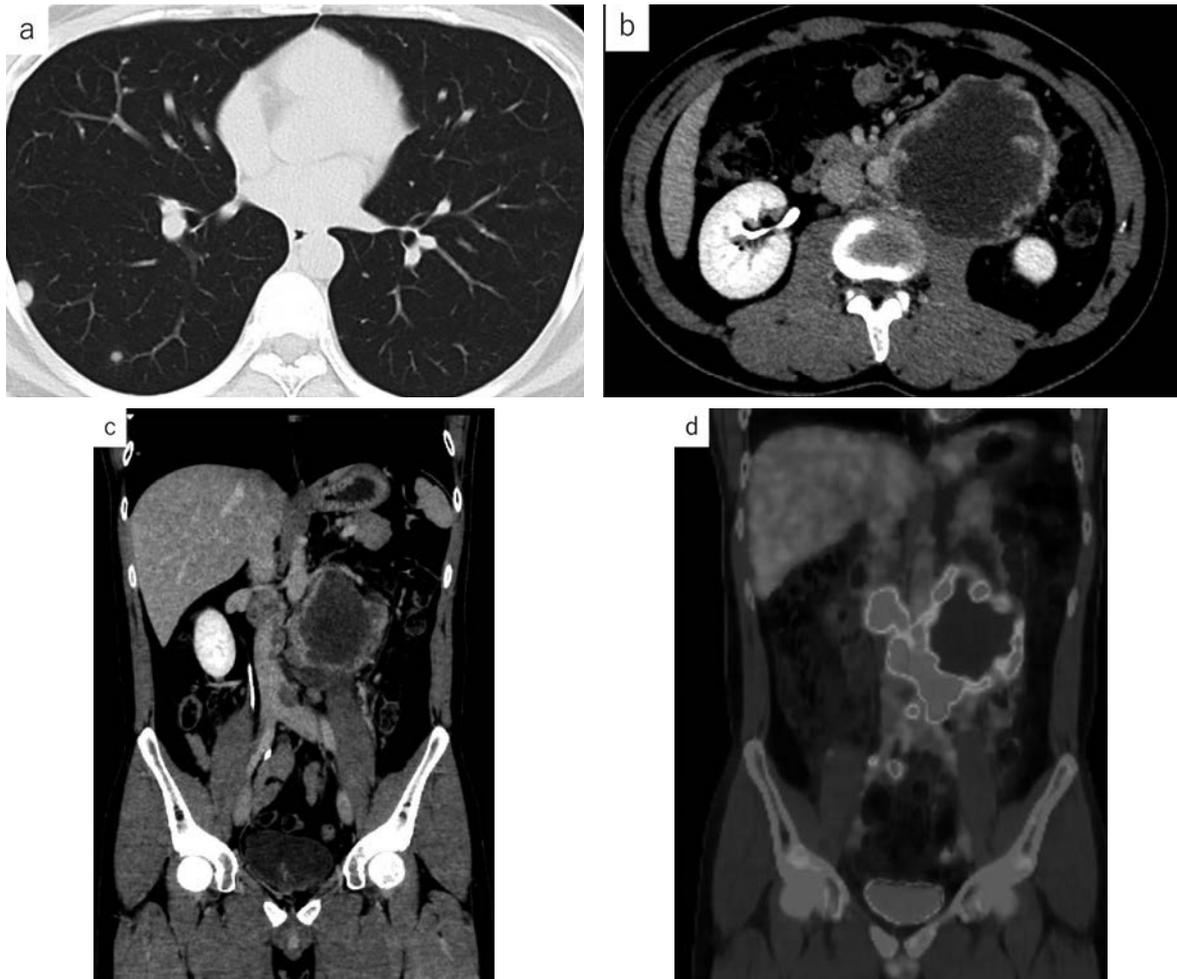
First CT image. Multiple lung metastases (a), retroperitoneal tumor (b), retroperitoneal tumor and tumor in inferior vena cava (coronal plane) (c), and PET-CT image (d).
